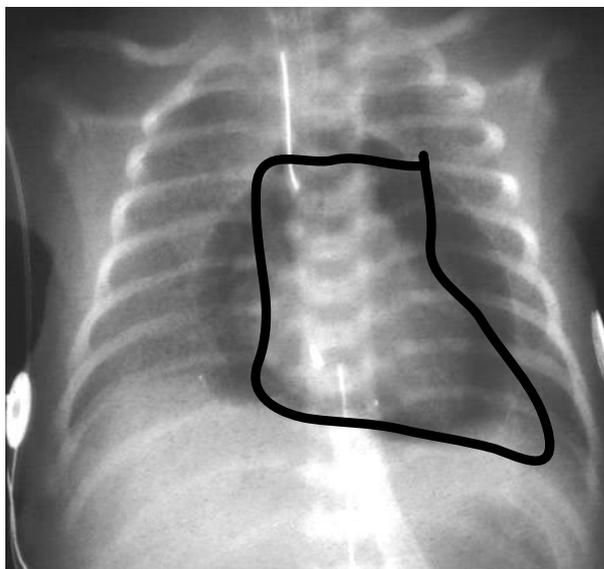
Зона Грекова — рентгенограмма груди с отметками на ней зоны Грекова
